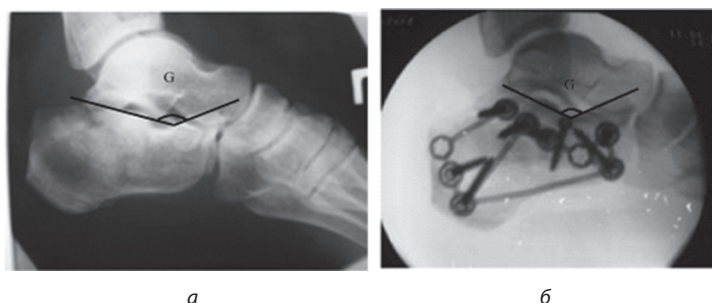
Рентгенограммы больного Д. внутрисуставной перелом пяточной кости: а) значение угла Гиссана (G) до вмешательства 143° ; б) значение угла Гиссана (G) после вмешательства 124°
